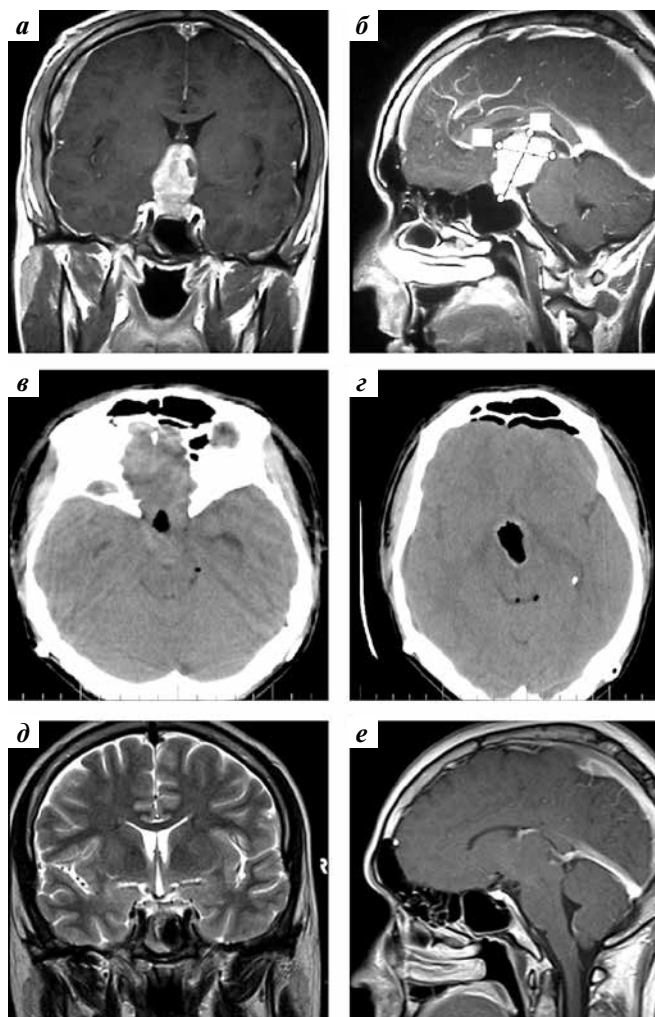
Пациент П., 23 лет. В клинической картине до операции — хиазмальный синдром, окклюзионная гидроцефалия (по месту жительства установлен вентрикулоперитонеальный шунт), несахарный диабет, пангипопитуитаризм, снижение либидо: а, б — магнитно-резонансная томография во фронтальной (а) и сагиттальной (б) плоскостях до операции. Предполагалась краниофарингиома; в, г — компьютерная томография, аксиальные срезы на 2-е сутки после операции. Подтверждено тотальное удаление опухоли; д, е — магнитно-резонансная томография в фронтальной (д) и сагиттальной (е) плоскостях через 2,5 года после операции (проведено 4 курса полихимиотерапии и лучевая терапия). Признаки рецидива отсутствуют. В раннем послеоперационном периоде наблюдалось прогрессирование гипопитуитаризма, несахарного диабета. Через 41 мес после операции рецидива нет. Полный регресс хиазмального синдрома, восстановление либидо, сохранение несахарного диабета, вторичный гипокортицизм, вторичный гипотиреоз, дефицит соматотропного гормона
